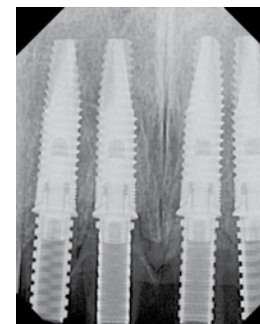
A post operative radiograph demonstrates good implant placement with complete seating of the provisional abutments
